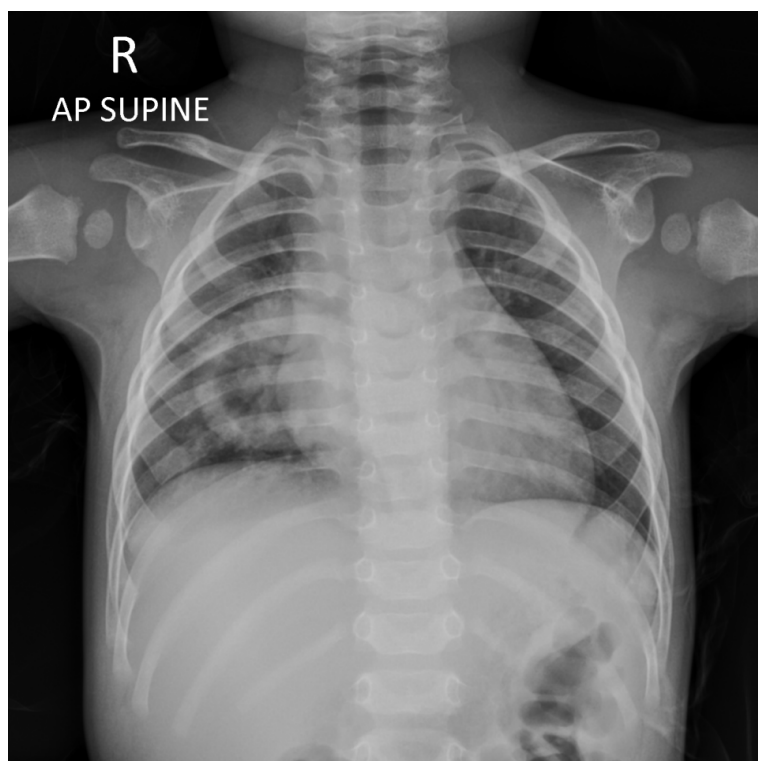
Chest X-ray showing a rounded opacity with a cavity in the right lower lung fields.
